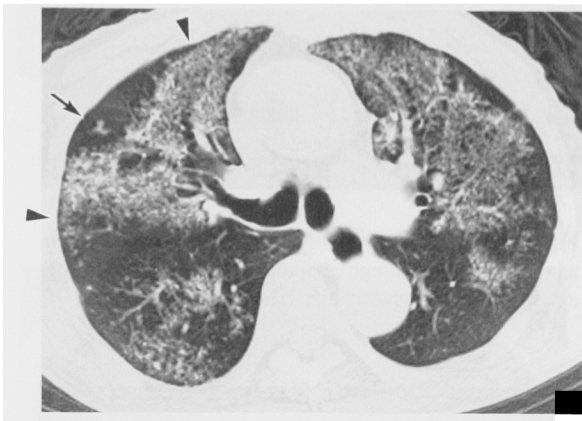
CT demonstrates numerous minute granular shadow, spreading segmentally (▲). A branching shadow is also seen (↑), indicating their intraluminal location at the peripheral bronchus.
